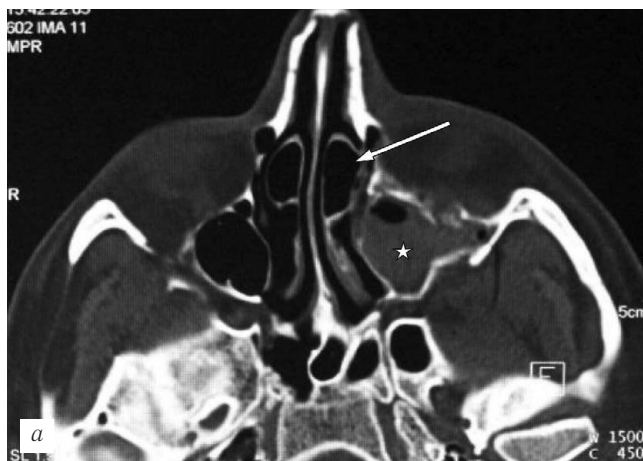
Выявление послеоперационного нарушения пневматизации поврежденных верхнечелюстных пазух по данным контрольных рентгенограмм у пациентов с переломами костей средней зоны лица.
